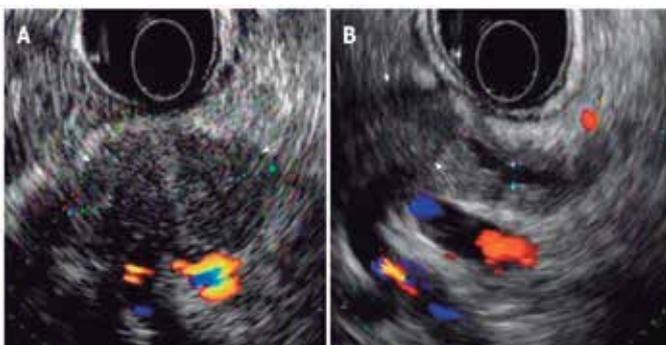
paciente masculino, 58 anos, com câncer pancreático na cabeça do pâncreas com imagens típicas. (A, B) Ultrassonografia endoscópica mostra uma massa hipoeoica (setas) de aproximadamente 3cm no corpo do pâncreas com dilatação do ducto pancreático distal.
